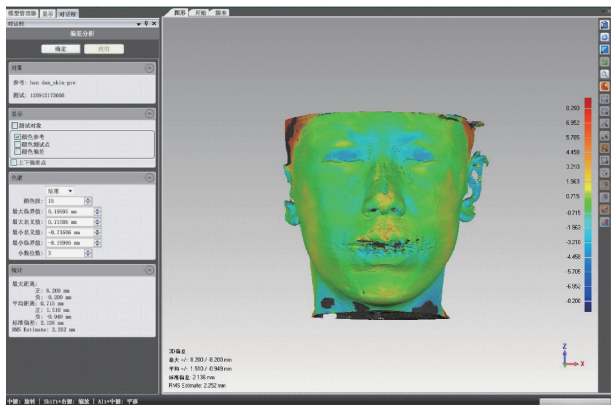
CBCT 软组织与三维面像融合偏差分析(定性分析)
